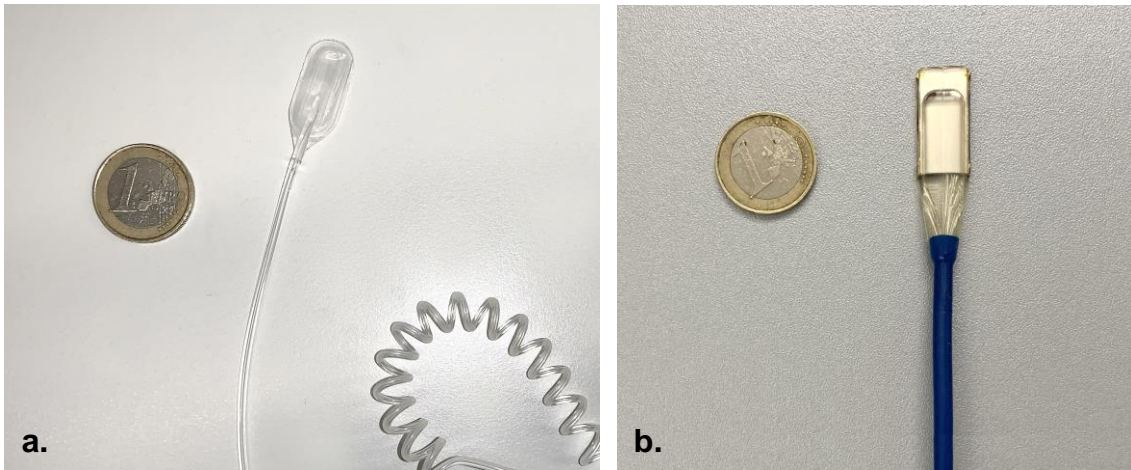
a. Epidurale ICP-Sonde (Sonde 2, Spiegelberg GmbH & Co. KG, Hamburg, Deutschland), b. Laser-Doppler-Spektroskopie- und Weißlichtspektrometrie-Sonde (LF3, O2C, LEA Medizintechnik, Giessen, Deutschland); im Größenvergleich mit einer 1-Euro-Münze (eigene Aufnahmen).
